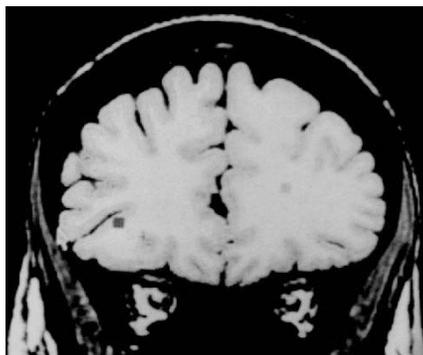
MRI de sujeto diagnosticado con trastorno de la personalidad antisocial (tomada de Raine, 2001)
